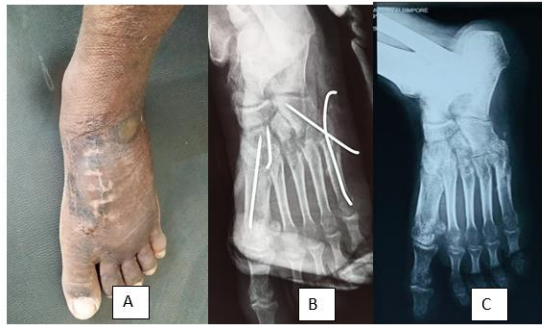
Photo de la cicatrice (A) à J45 et radiographique au contrôle avant (B) et après ablation des broches (C)
